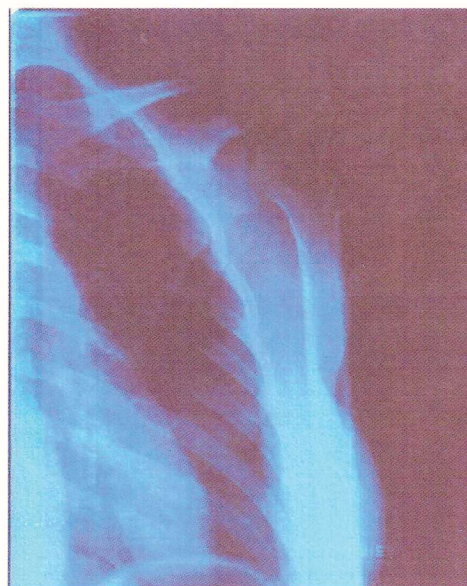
Radiografía en proyección anteroposterior del hombro izquierdo con artritis post-traumática.
